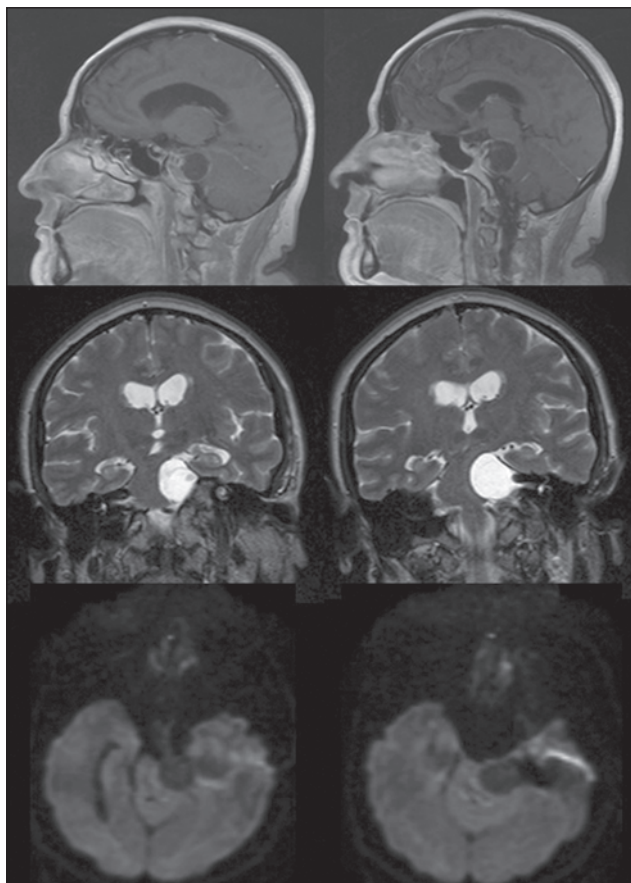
МРТ до операції. Верхній ряд — сагітальна проекція, T1-режим із внутрішньовенним підсиленням, видно кістозно-солідну структуру новоутворення. Середній ряд — коронарна проекція, T2-режим, значна дислокація пухлиною стовбура мозку. Нижній ряд — аксіальна проекція, DWI-режим
